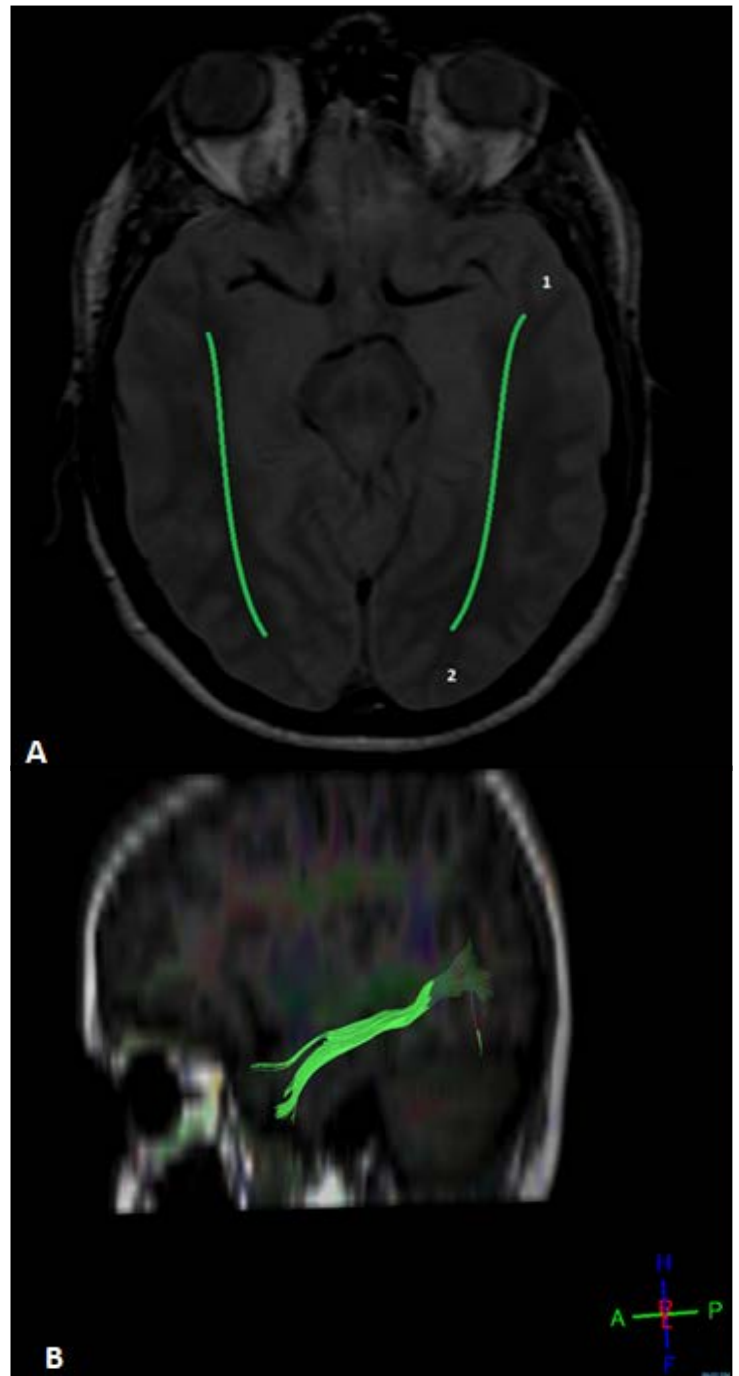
A. corte axial de RM donde se observa la corteza temporal anterior e inferior (1), la corteza occipital (2) y entre ellas el FLI (verde). B. Tractografía parasagital donde se muestra el FLI (verde).
